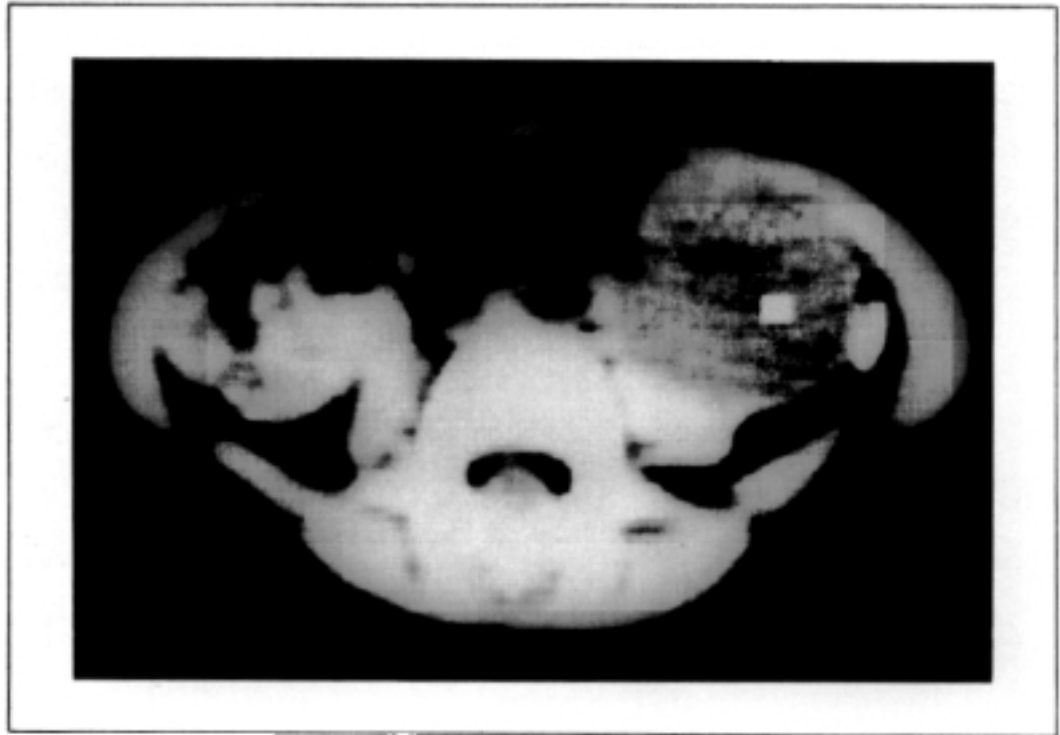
Displasia quística. TAC. Imágen quística en el polo inferior del riñón izquierdo.
